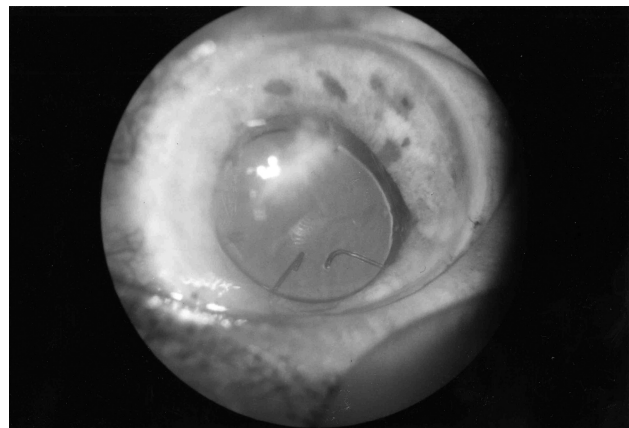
Фото правого глаза больного С., 72 лет до операции: повторная травма глаза — контузия, посттравматический рубец роговицы, миопия, дислокация ИОЛ модели Сергиенко в стекловидное тело, вторичная глаукома. Острота зрения = 0,08; с коррекцией sph +12,0 Д = 0,1;
